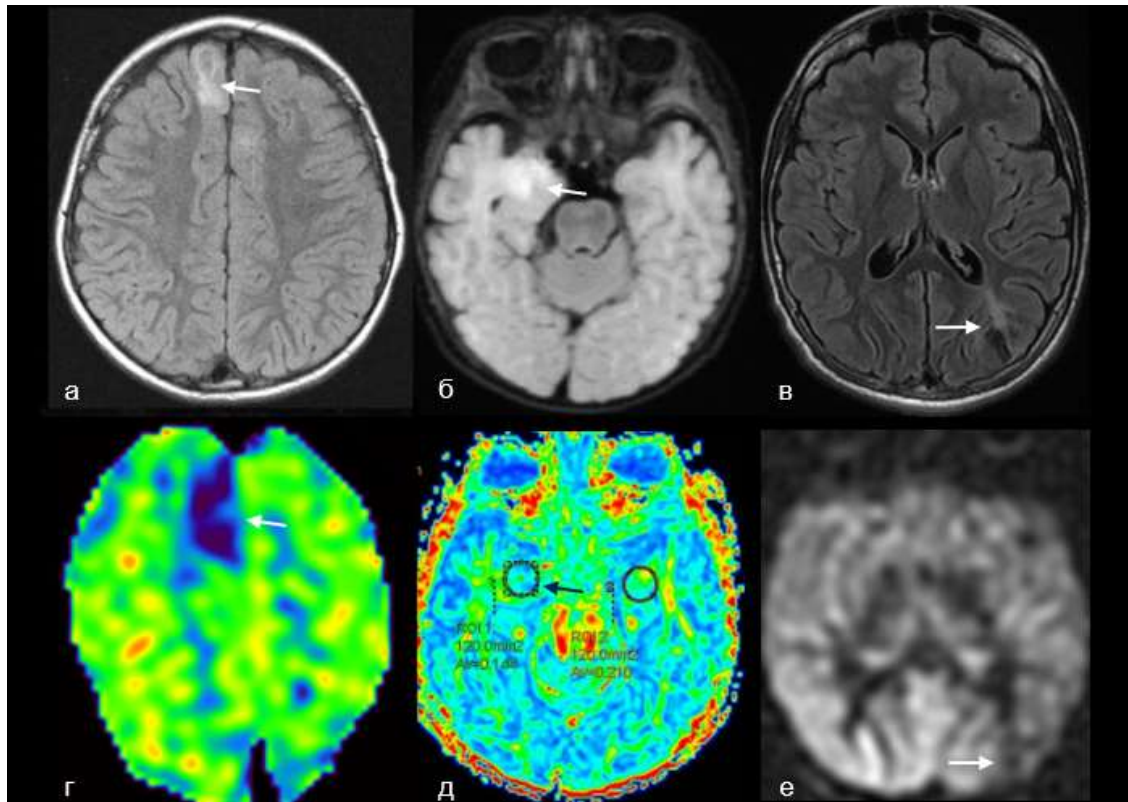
Результаты МР – перфузии при модификации. Пониженные значения перфузии в структуре эпилептогенного субстрата неясной этиологии, демонстрировали как ФКД 2 типа, так и опухоли низкой степени злокачественности. ФКД 2б типа в левой лобной доле (а, г), ДНЭО медиальных отделов правой височной доли (б, д), ганглиogliома левой теменной доли (в, е)
